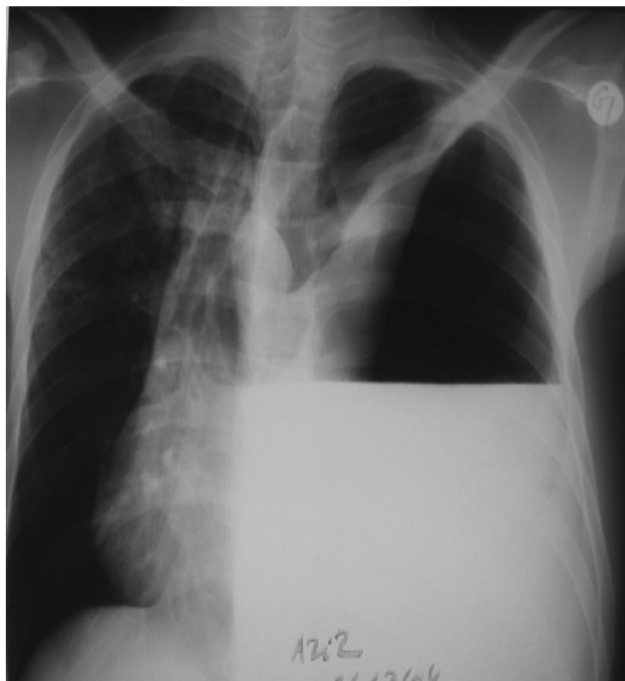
Radiographie thoracique de face, montrant un pyopneumothorax gauche; un épanchement mixte avec déviation du médiastin vers la droite. [25]
